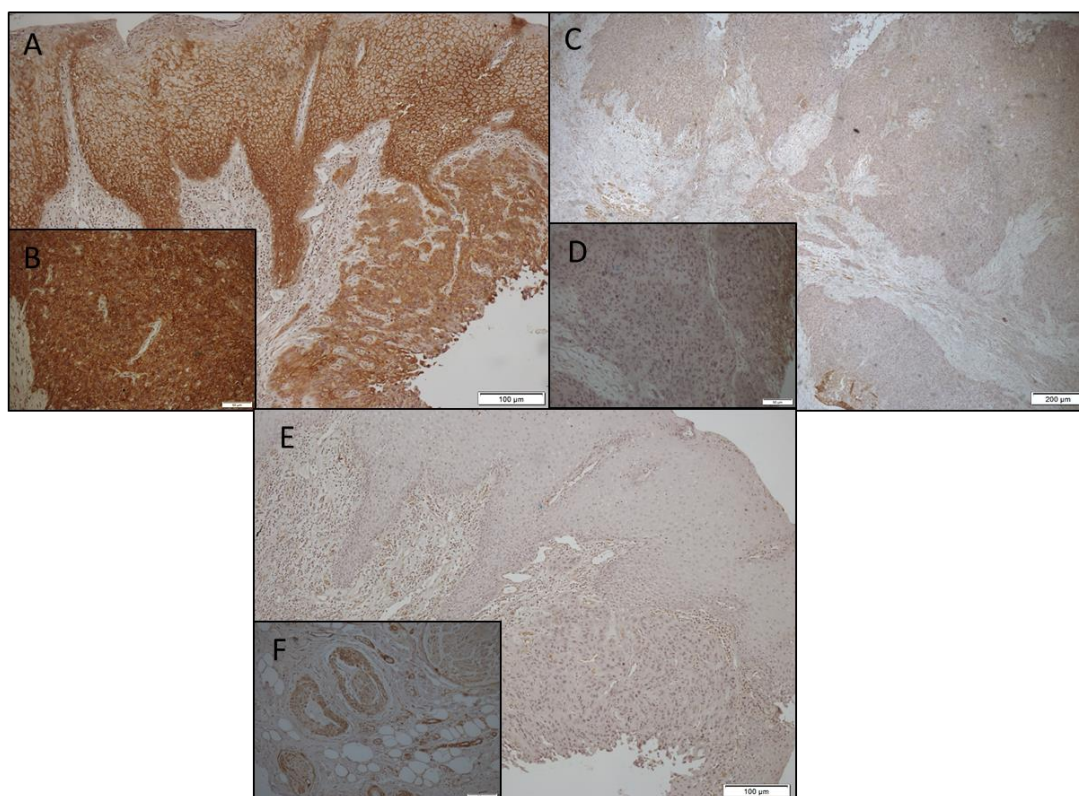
Fotomicrografia com a marcação imunohistoquímica dos diferentes escores considerados nesse estudo. A) Marcação de E-caderina mostrando o epitélio adjacente (EA) e a zona de invasão (ZI) com escore 1 (100 x). B) Marcação de E-caderina escore 1 na porção do centro do tumor (CT) (200 x). C) Marcação de N-caderina mostrando epitélio adjacente (EA) e a zona de invasão (ZI) com escore 2. (40x). D) Marcação de N-caderina escore 2 na porção do centro do tumor (CT) (200x). E) Marcação de Vimentina sendo subexpressa de forma constante, mostrando o epitélio adjacente (EA) e a zona de invasão (ZI) (100x). F) Controle interno de Vimentina mostrando marcação em tecido muscular e parede de vasos sanguíneos (200x).
